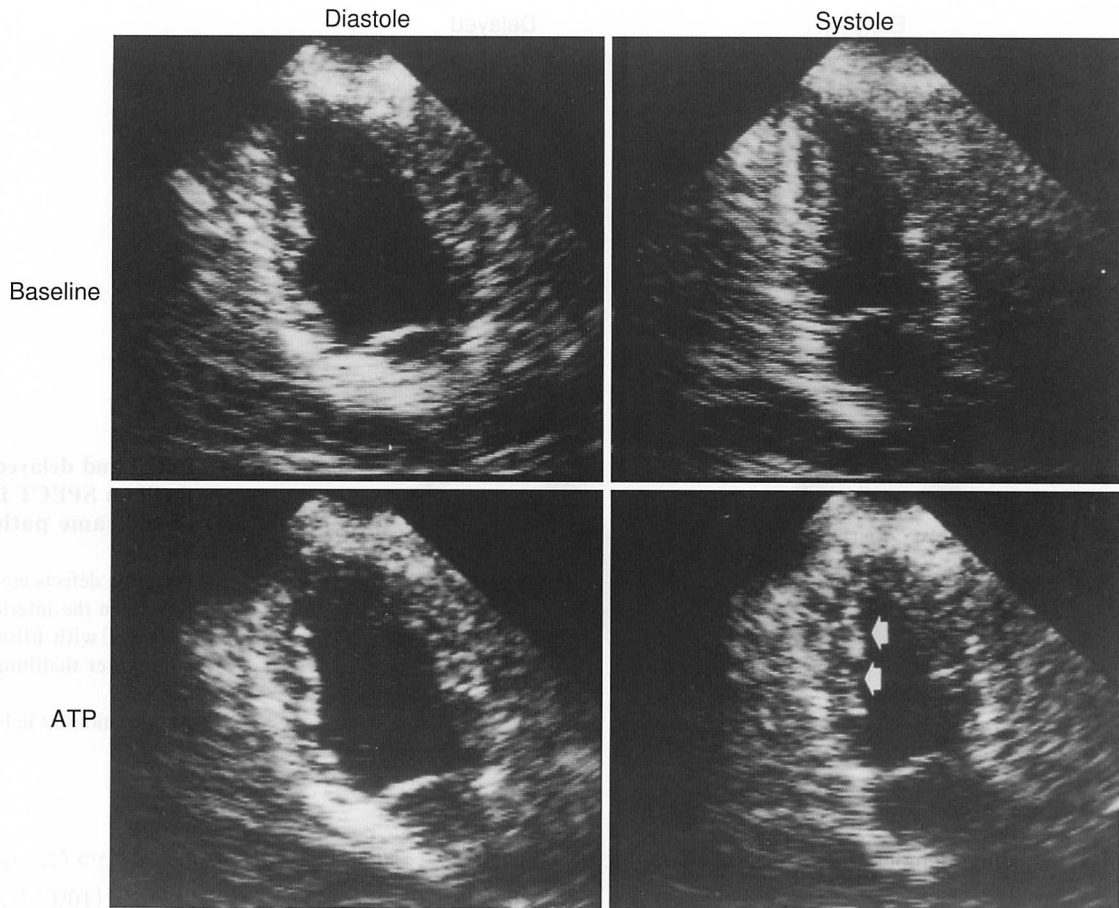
ATP stress echocardiogram (apical 2-chamber view) in a patient with angina pectoris. Wall motion abnormality during ATP occurs in the inferior wall (arrows) compared with the baseline. Subsequent coronary angiography showed 99% diameter stenosis of the RCA with good collateral flow from the LAD. Abbreviations as in Fig. 1, Table 3.
